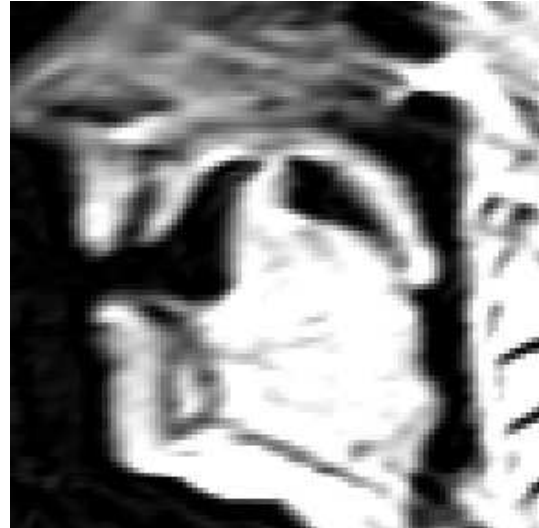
Pat 1: Rückwärtsbewegung am Gaumen: maximale Ausdehnung (a) vor und (b) nach einer Zungenlösung (Echtzeit-MRT).
